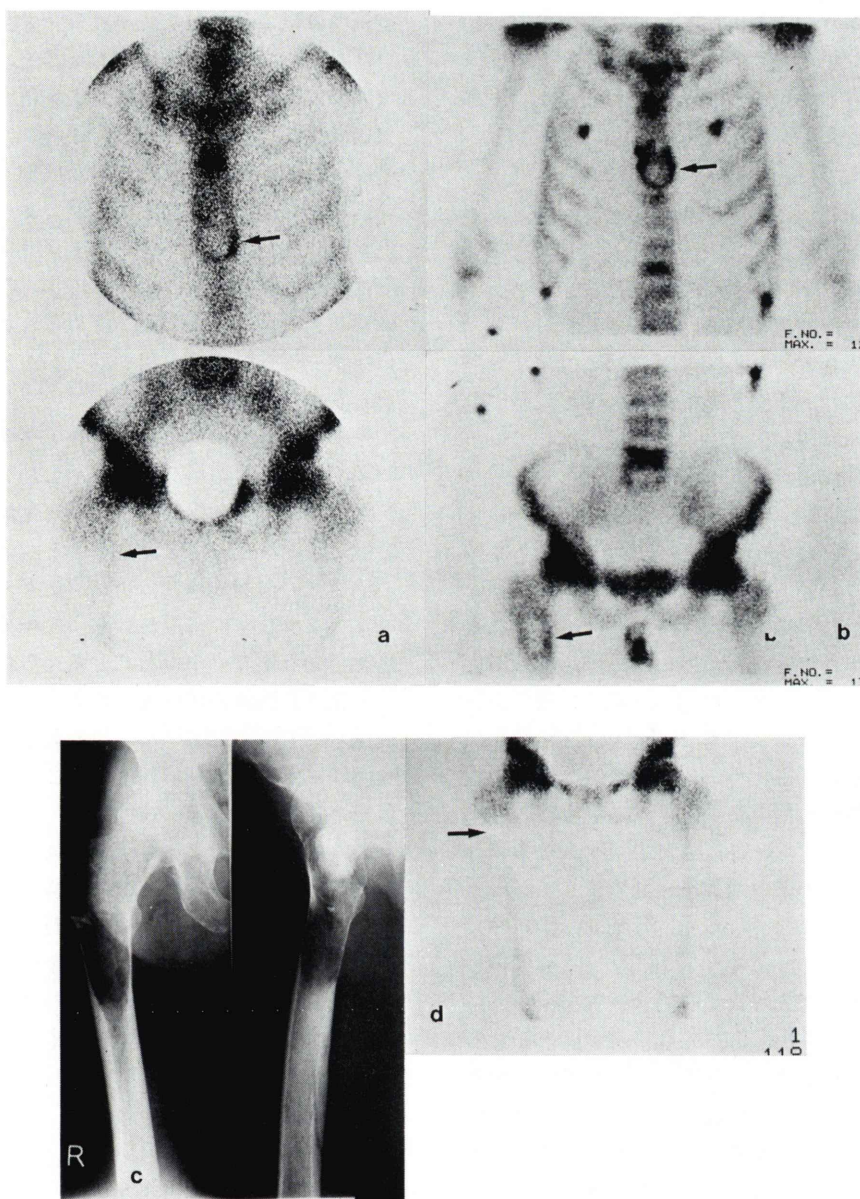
a. Bone scintigraphy (before chemotherapy): Decreased accumulation of radioactivity is noted in the sternum and right femur.
